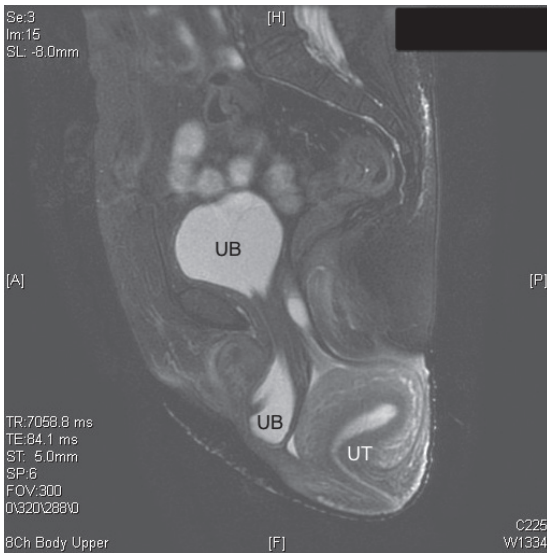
術前のT2強調MRI矢状断像。膣壁は反転し、膀胱（UB）の一部と同時に子宮（UT）は底部まで全体が骨盤外に脱出している。
